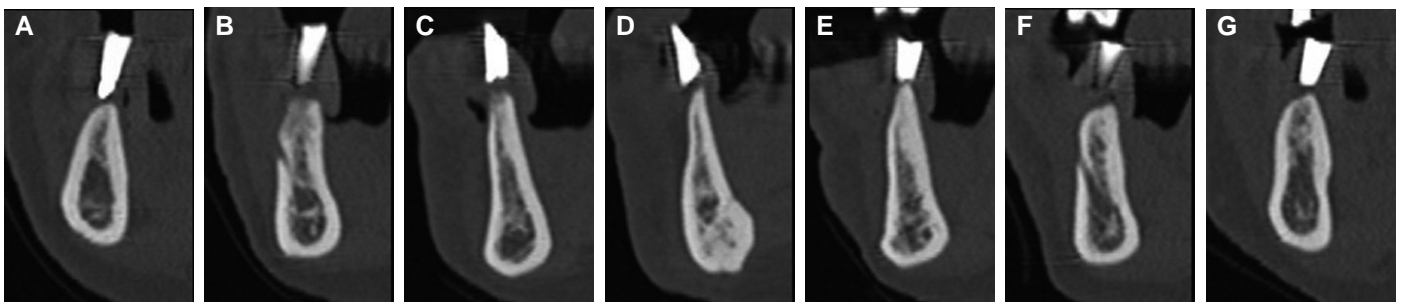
The CBCT images at the mandible. (A) #46, (B) #44, (C) #43, (D) #31, (E) #33, (F) #34, (G) #36.
